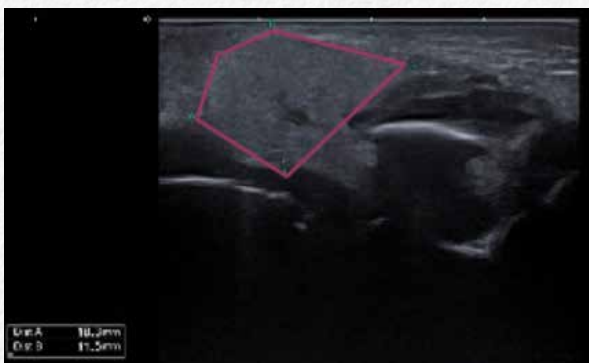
Ecografía de partes blandas. Parótida accesoria derecha.
